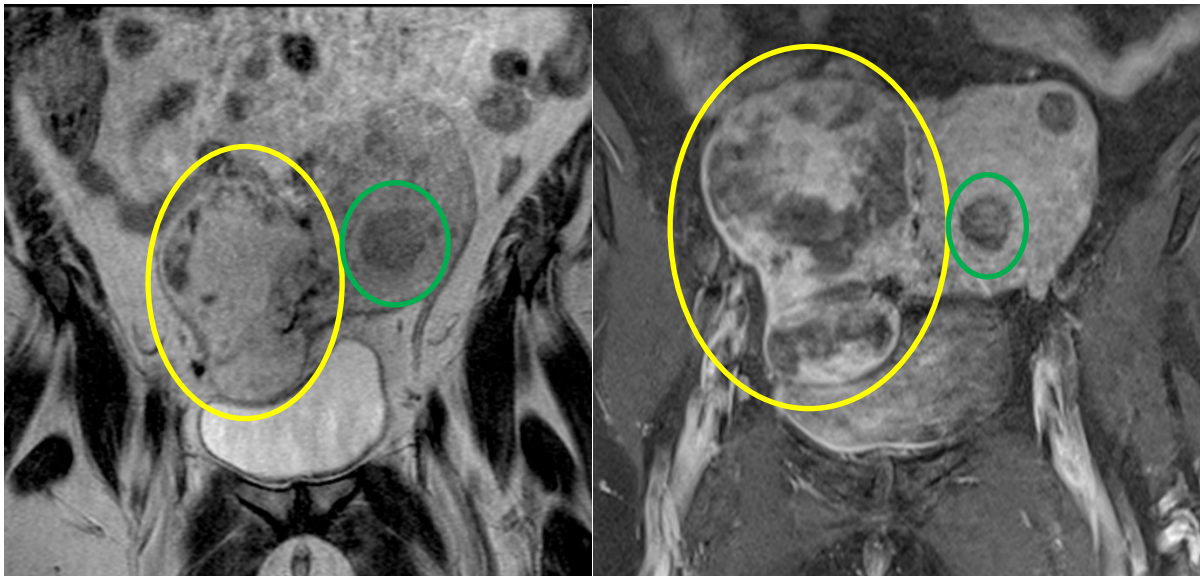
Kontrastmittelgestützte, koronare, fett-saturierte, T1-gewichtete Turbo Spin Echo MRT-Bildgebung vor der Embolisation (links) und 8 Monate später (rechts). Deutlich sichtbar: ein devaskularisiertes, größenregredientes Myom (grün) und eine größenprogrediente, inhomogen kontrastmittelaufnehmende Raumforderung (gelb). (Quelle: Institut für Klinische Radiologie und Nuklearmedizin der Universitätsmedizin Mannheim)
